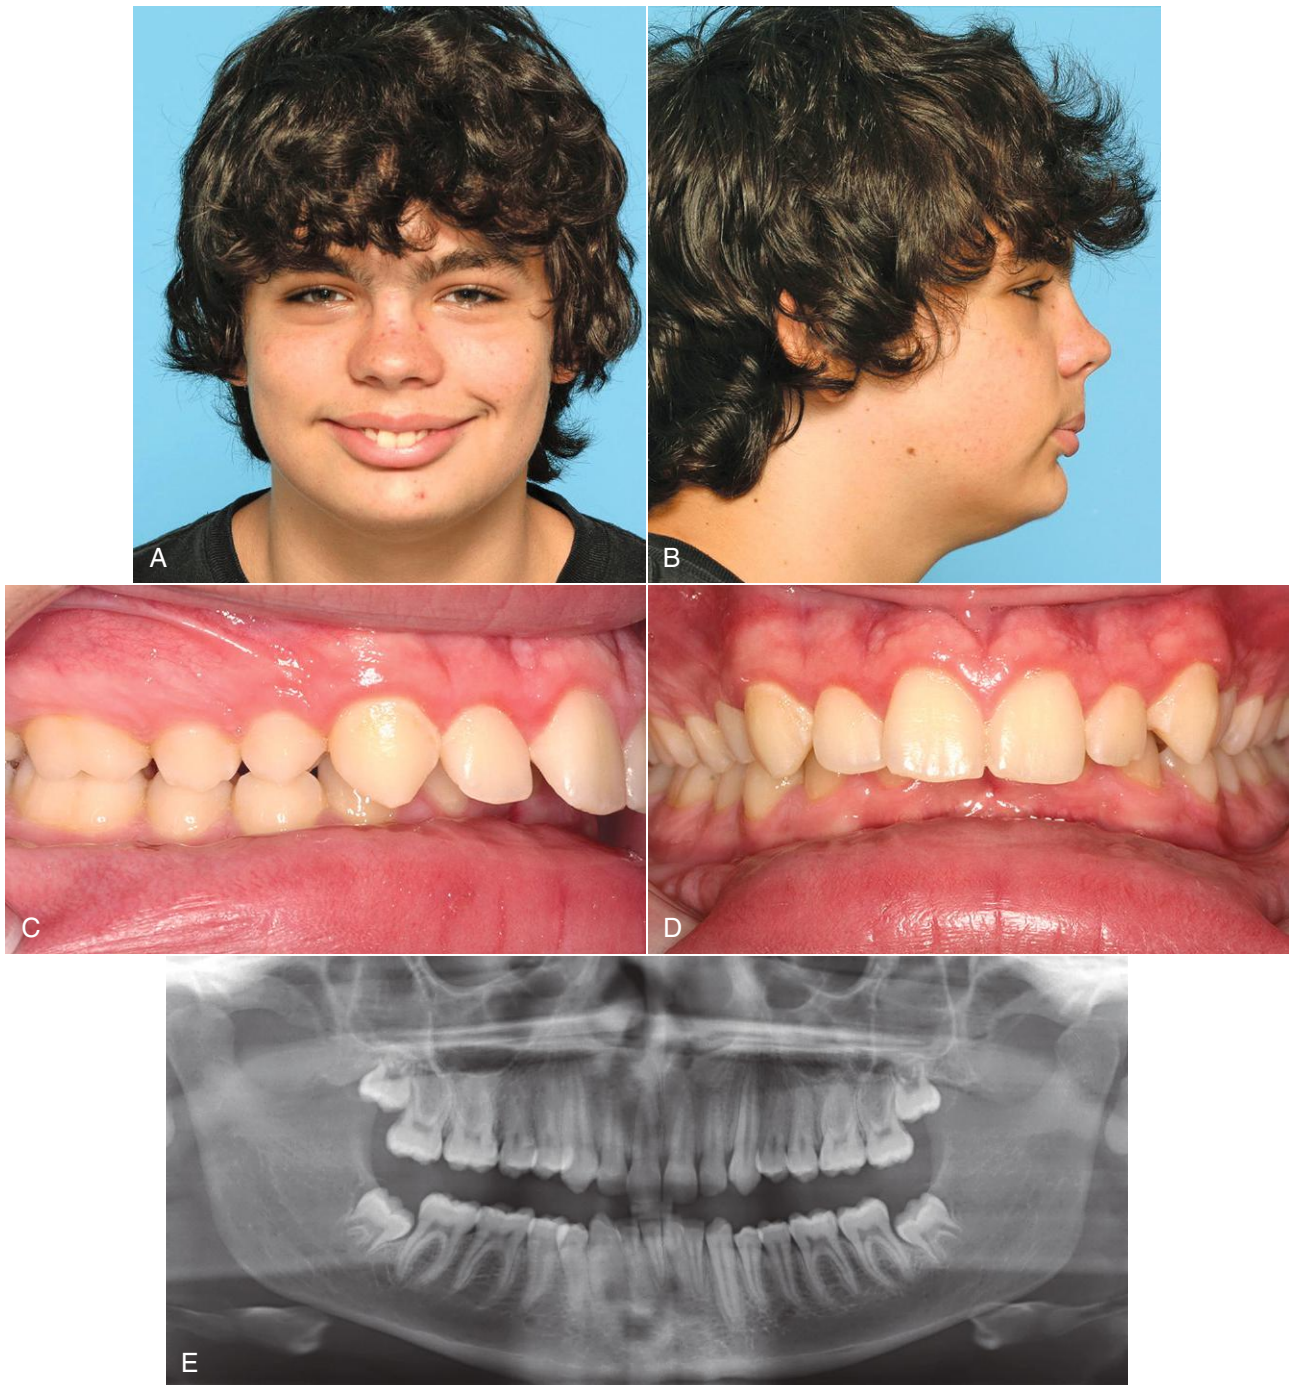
En un paciente con cara corta y deficiencia mandibular, la rotación del maxilar inferior en sentido anteroinferior durante el avance del mismo representa una forma muy estable de aumentar la altura facial anterior y corregir el exceso de sobremordida. A y B. A la edad de 14 años y 11 meses, este adolescente de 15 años presentaba una deficiencia mandibular muy evidente, pero un mentón muy marcado en relación con el labio inferior. C y D. Las fotografías intraorales muestran un resalte excesivo y una mordida profunda anterior muy extrema. E. En la radiografía panorámica se identifican los terceros molares sin erupcionar en la zona en la que habría que practicar una osteotomía de división sagital bilateral (BSSO). Si fuera posible, estos dientes deberían extraerse 6 meses antes de la BSSO para poder colocar una fijación rígida.
